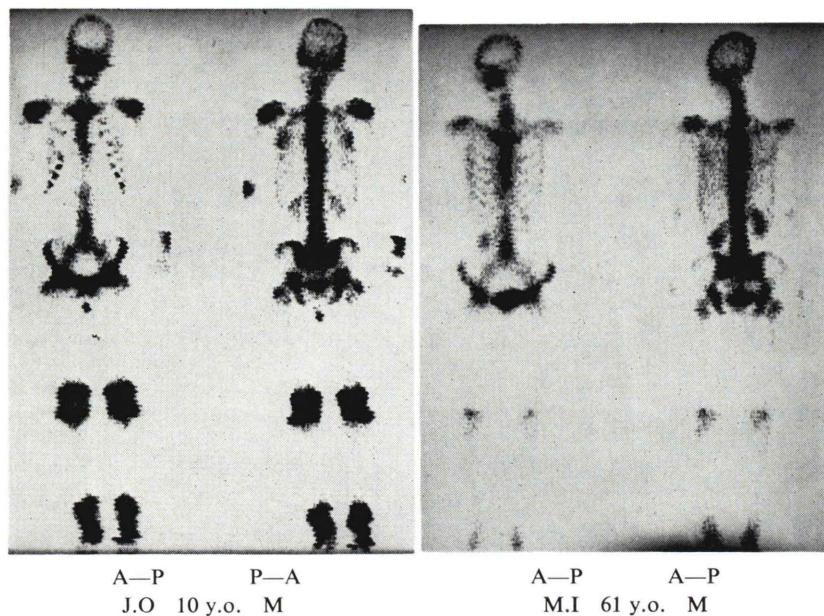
Normal bone scintigrams of a young and a aged subjects. Remarkable R.I. accumulations are seen on the metaphyseal regions in the young case.
